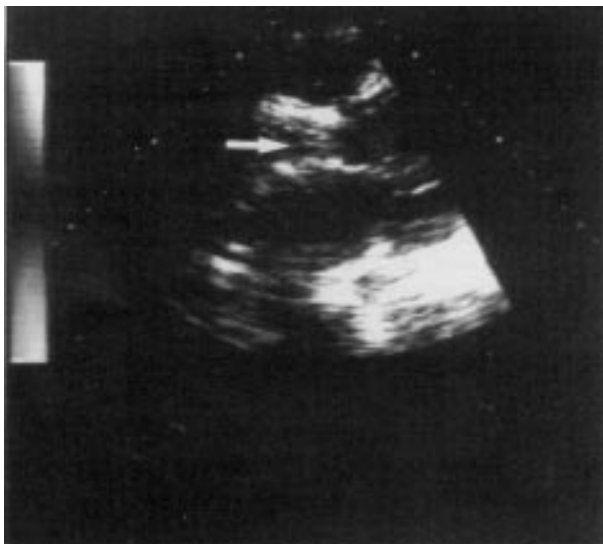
Ecodoppler (corte longitudinal Ao-VE): presença de prótese trombosada.
